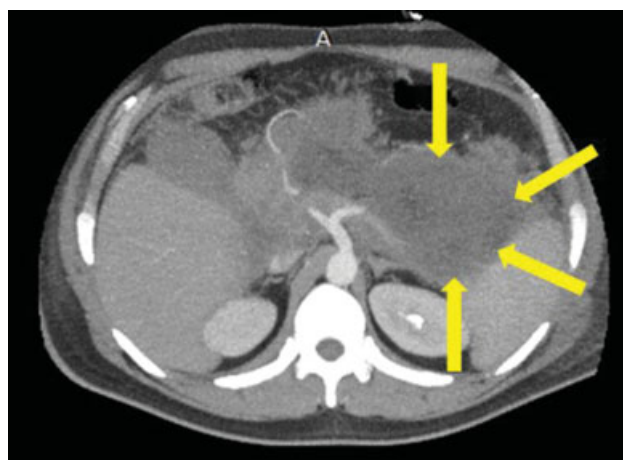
PN, colección necrótica aguda. TC con contraste endovenoso en fase tardía, corte axial. Imagen heterogénea (señalada con flechas), que no realza con el contraste, compatible con colección necrótica aguda.
